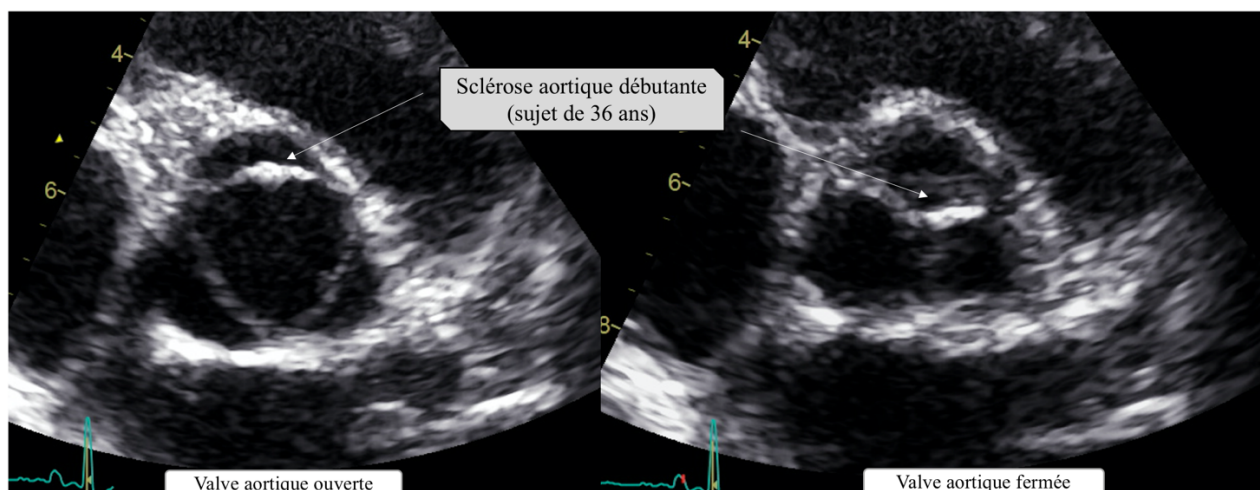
Coupes échographiques parasternale petit axe d'analyse d'ouverture de la valve aortique chez une patiente de 36 ans présentant également une fuite aortique centrale de grade 1
